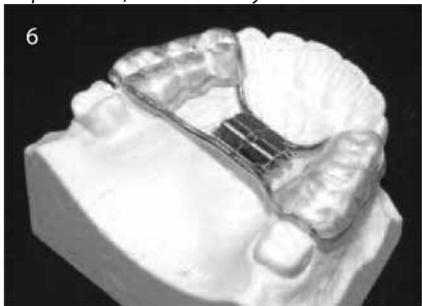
Для того, чтобы зафиксировать винт Нугах на зубах, есть несколько возможностей. Например, погрузить винт в пластмассовую каплю из Orthocryl
